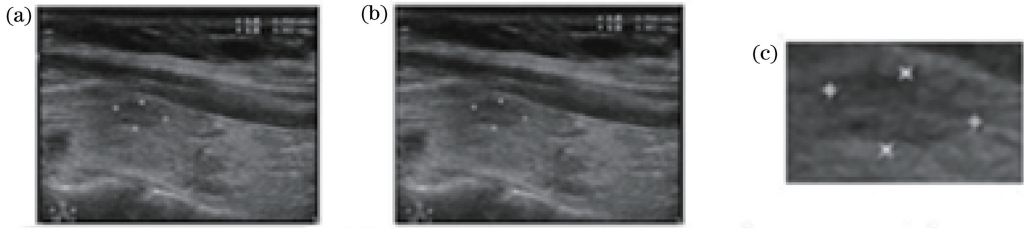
甲状腺超声图像。(a)原始图像;(b)去除噪声图像;(c)感兴趣区域
